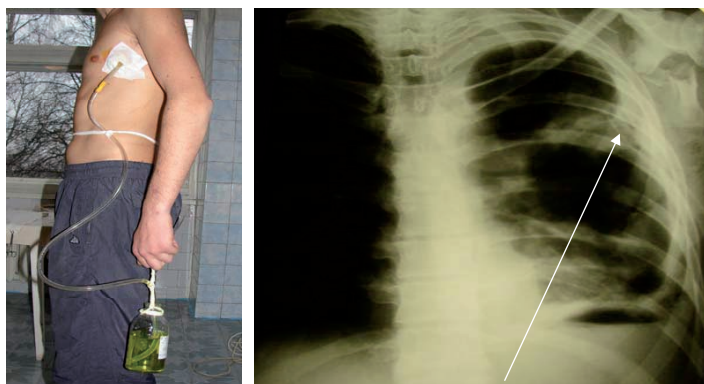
Фото та рентгенограма хворого, якому виконано дренивання плевральної порожнини з приводу закритої травми грудної клітки, лівобічного пневмотораксу (стрілочкою вказане розташування дренажу в плевральній порожнині)
